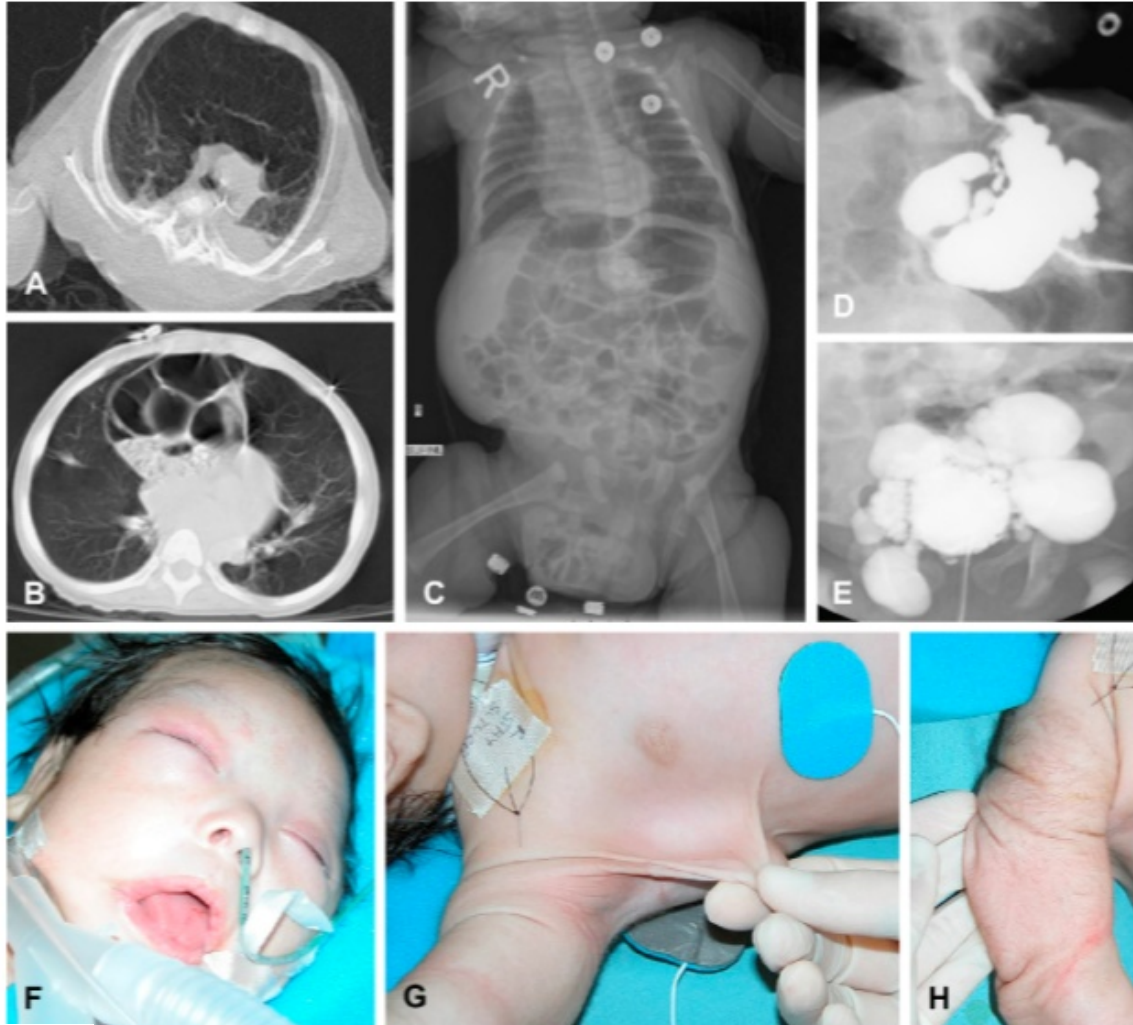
Manifestations of Urban-Rifkin-Davis syndrome. Chest computed tomography images showing hyperinflation of anterior and atelectasis of posterior lung (A) and parasternal diaphragmatic hernia and cystic and atelectatic changes in lung (B). C, X-ray image of patient with dilated intestines, laterally displaced liver, and inguinal hernia. D, Stomach diverticula. E, Bladder diverticula. F, Craniofacial features include flattened mid face, wide nasal bridge, long philtrum, micrognathia, hypertelorism, periorbital fullness, and receding forehead. G and H, Redundant skin. Images reprinted with permission.⁶¹
